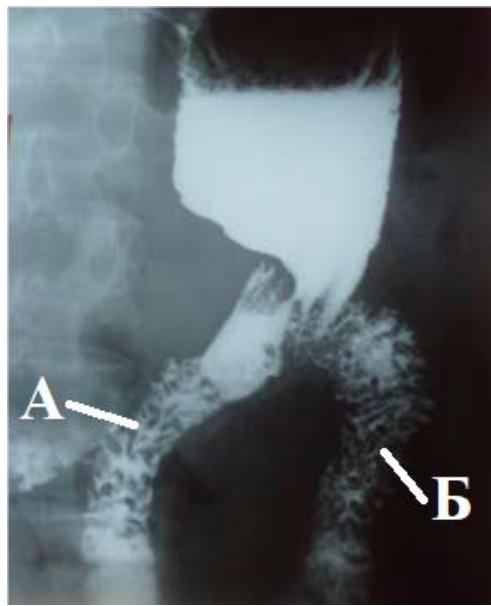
Рентгенография зоны гастроэзоноанастомоза.
